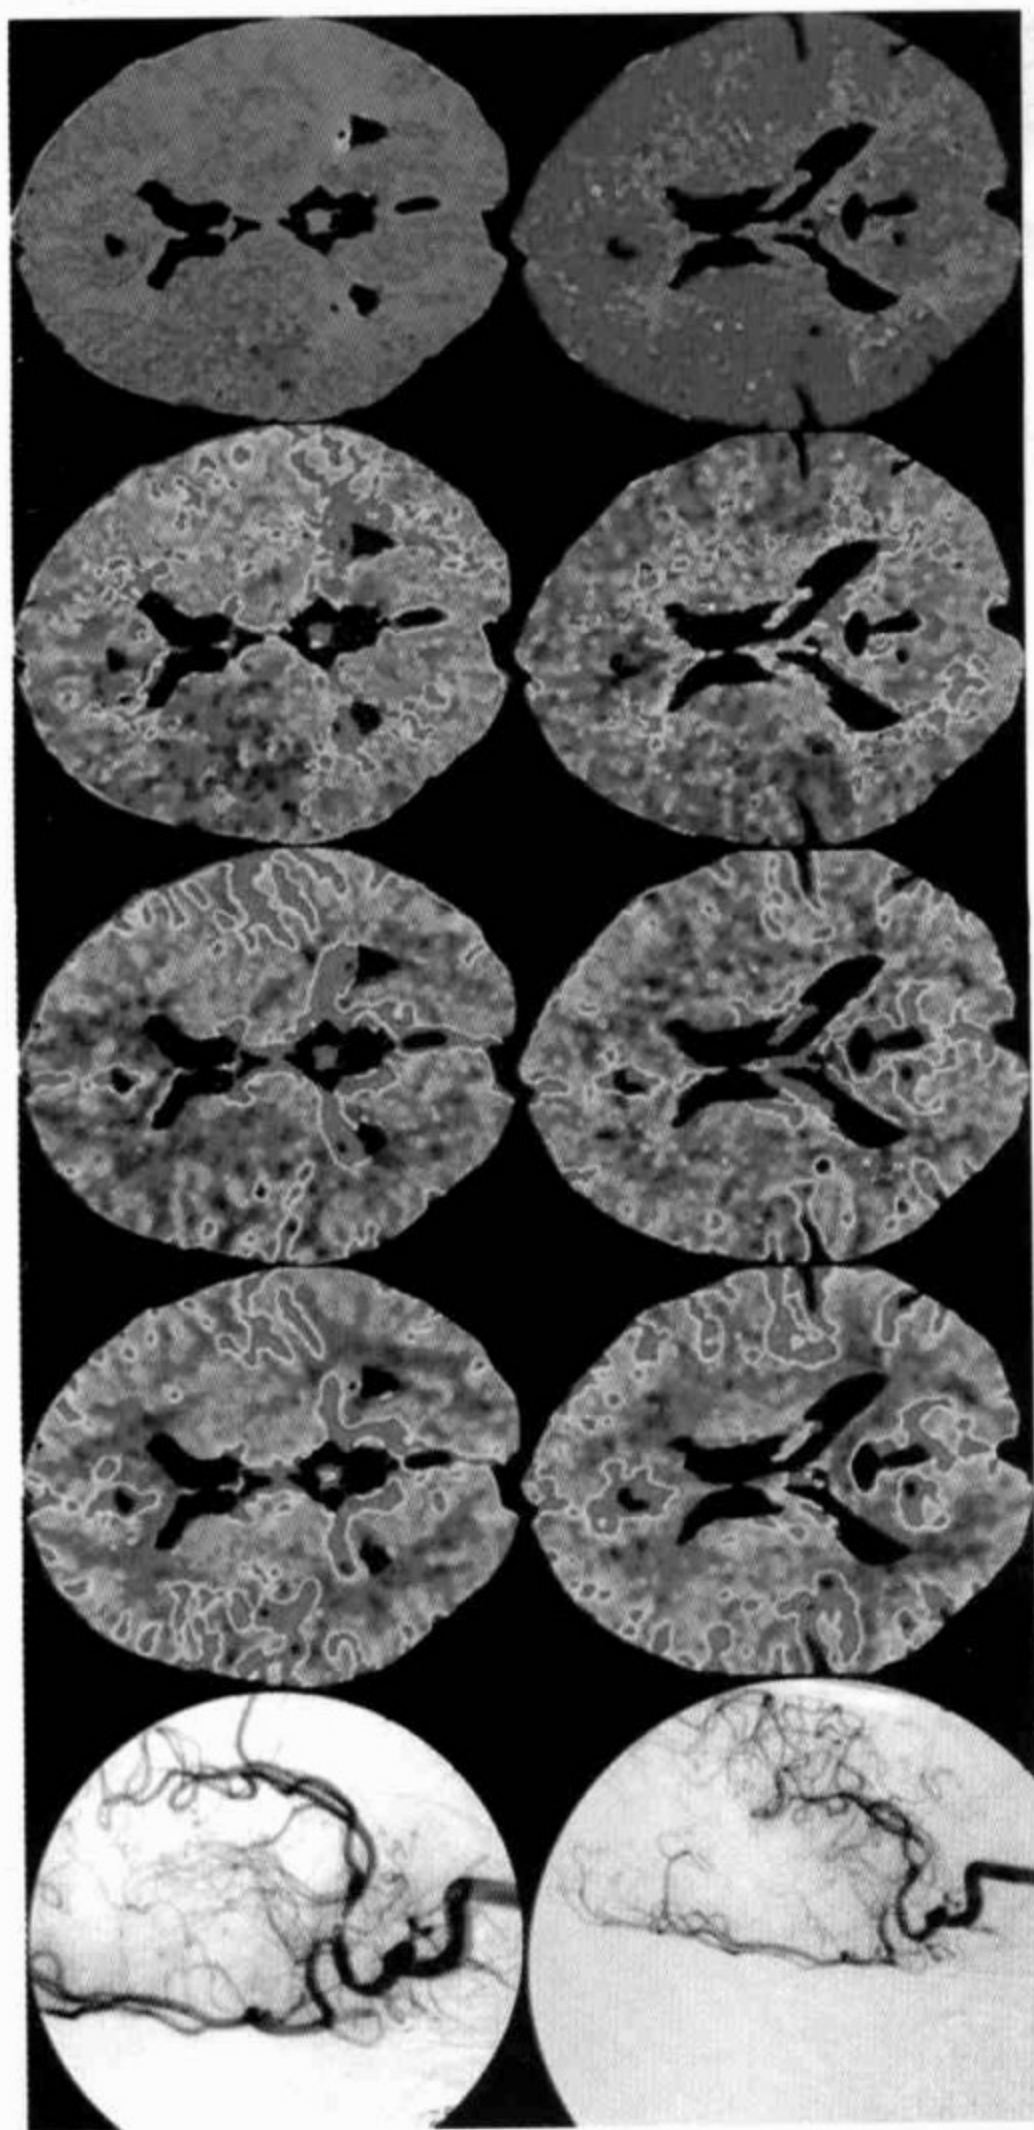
左侧大脑中动脉支架置入术前后 DSA 和 CT 灌注图像
